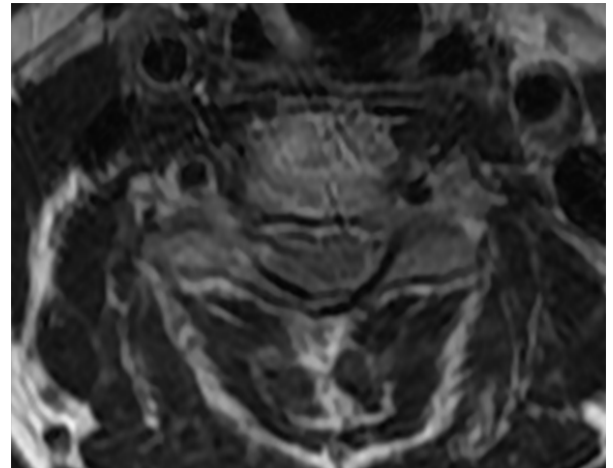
Y+2日に撮影されたMRIのa)水平断とb)矢状断。硬膜外血腫を認める。
